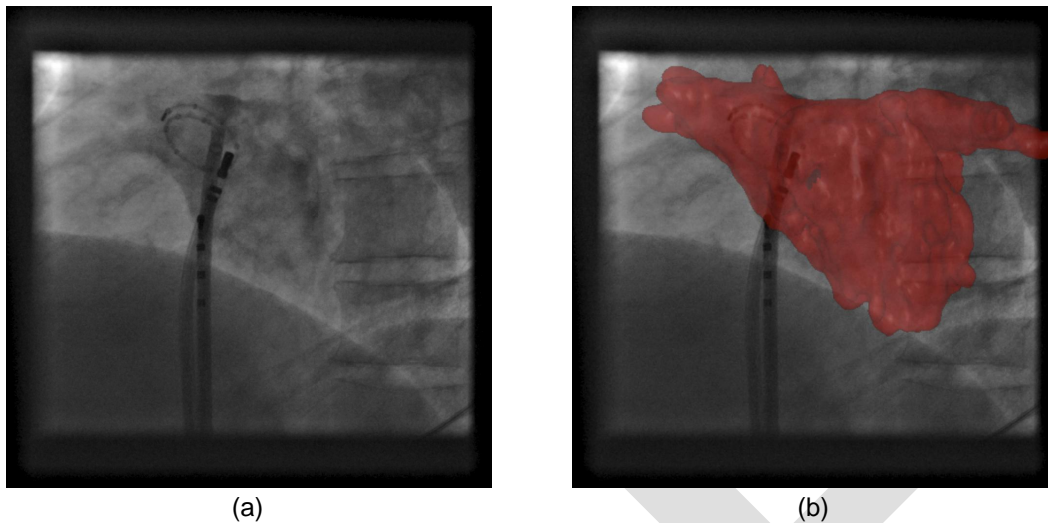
Beispiel einer dreidimensionalen Überlagerung auf ein fluoroskopisches Bild. In (a) ist die Fluoroskopieaufnahme zu sehen. In (b) wird das Modell des linken Atriums zusätzlich auf dem Röntgenbild überlagert.
